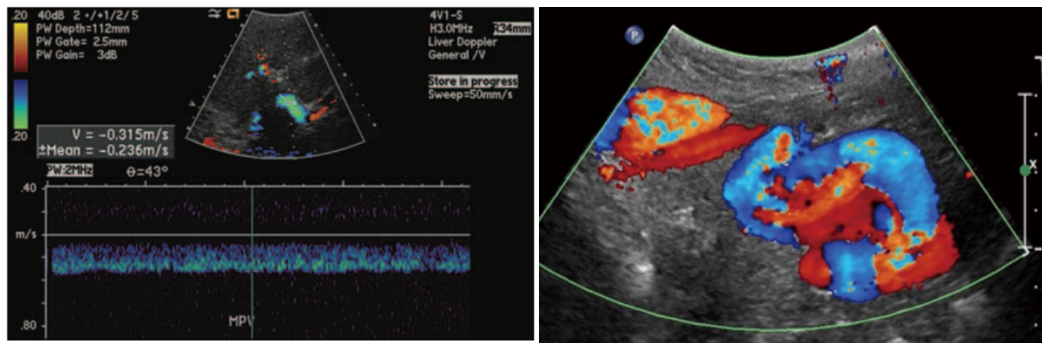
Hipertensión portal por ecografía con flujo portal hepatófulgo (McNaughton DA, Abu Yousef MM. Doppler US of the liver made simple) y doppler color de vena umbilical recanalizada (Bandali MF, Mirakhur A et al. Portal hypertension: Imaging of portosystemic collateral pathways and associated image-guided therapy)
